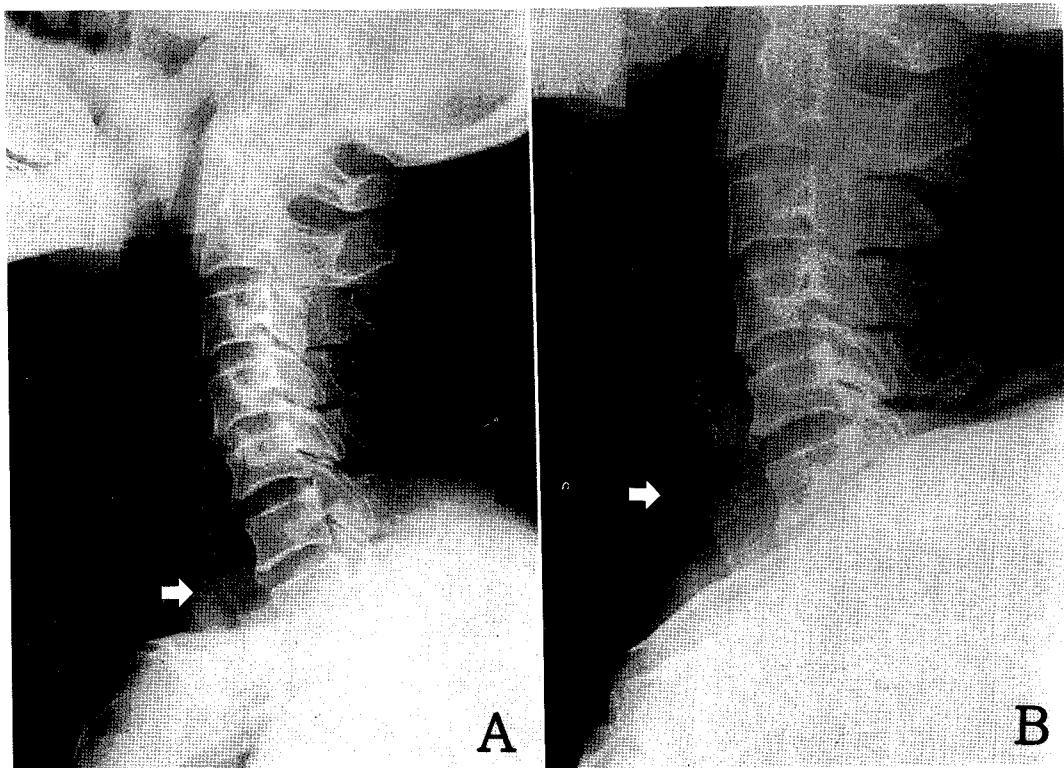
A. Plain neck radiograph taken before the operation showing a narrowing of the airway in the subglottic area (arrow).
